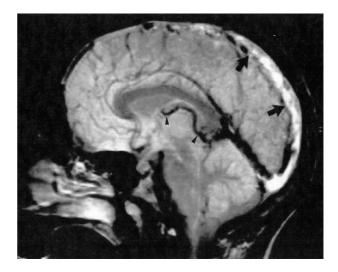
IRM coupe sagittale, séquence pondérée en T2. Thrombose du sinus longitudinal supérieur (flèches larges). Noter la dilatation de la veine cérébrale interne (pointes de flèches).
